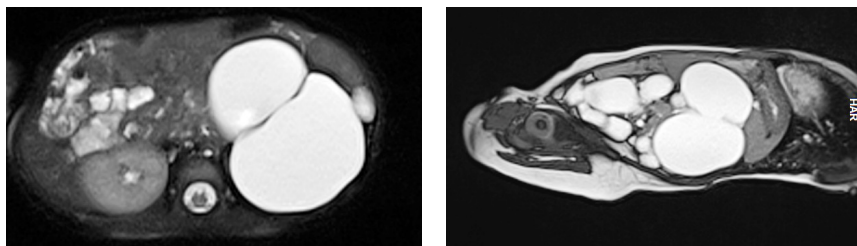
Дівчинка В., кістозне подвоєння шлунка. МРТ в режимі T2, кістозне утворення в правій половині черевної порожнини, з вираженою капсулою, солітарною порожниною.
